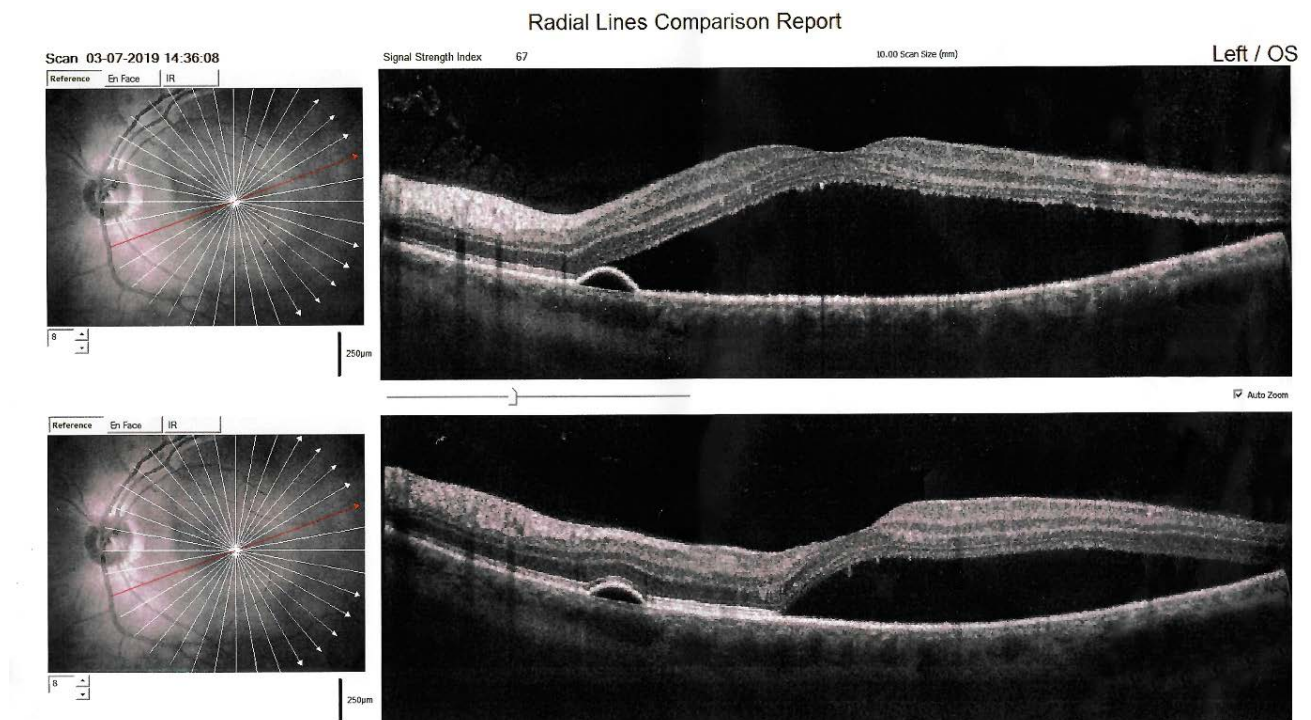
Оптическая когерентная томография и ОКТ-ангиография левого глаза пациента 3. при первичном обращении
